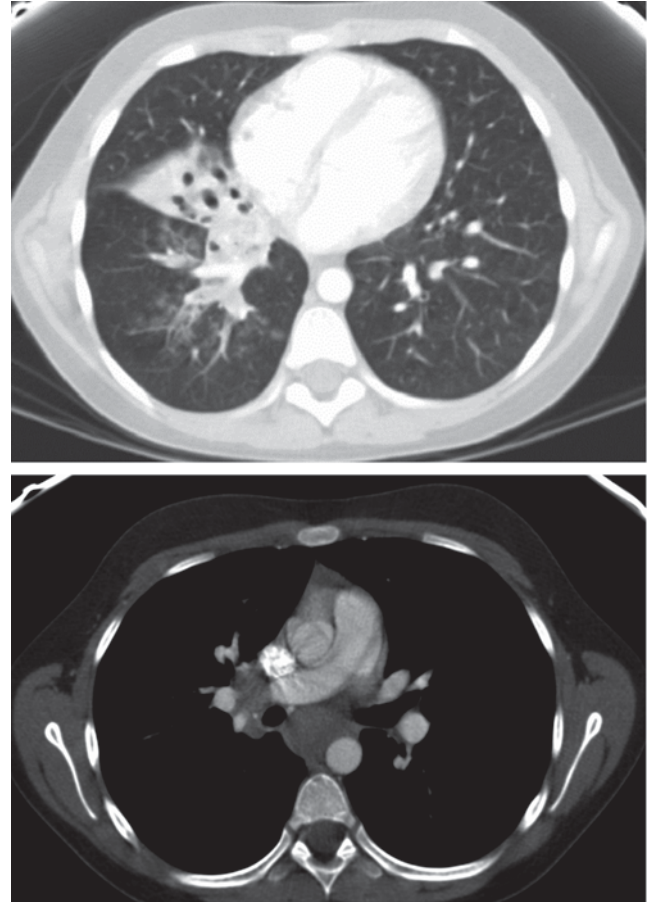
TC tórax corte axial; ventanas mediastino (inferior) y pulmón (superior): se observan adenopatías subcarinales e hilarares derechas así como infiltrados en lóbulo medio y lóbulo inferior derecho, con bronquiectasias en el primero.
